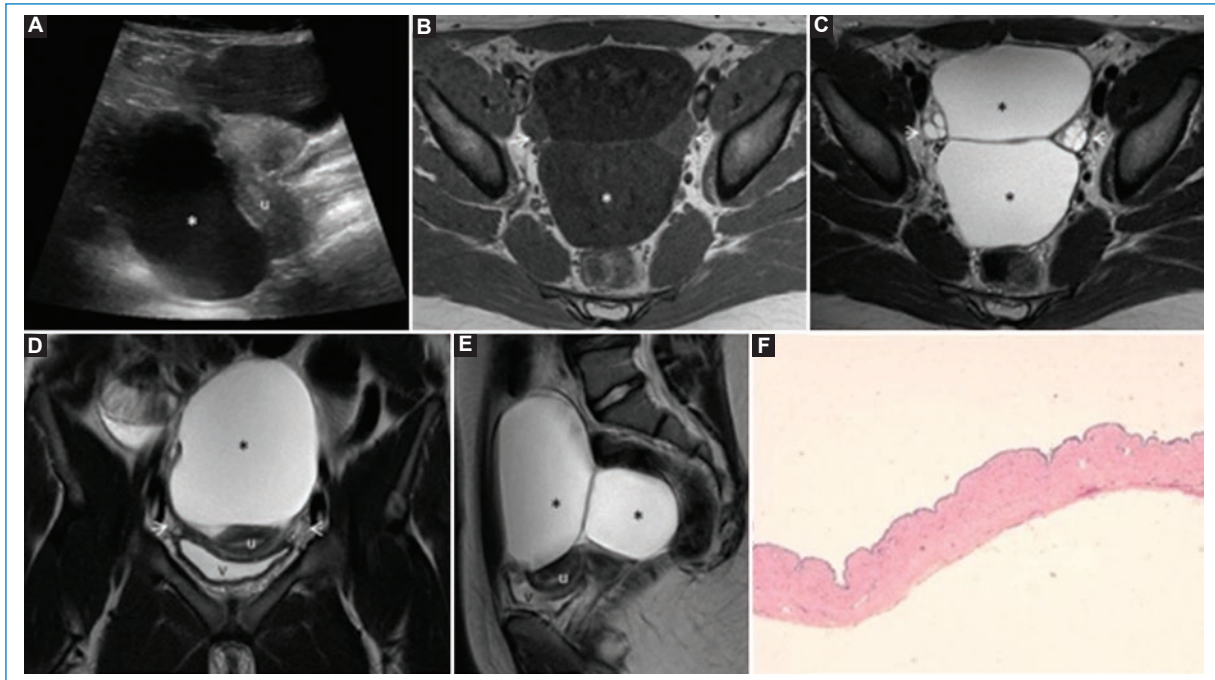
Quiste paraovárico. A: en la ecografía abdominal se ve una gran tumoración quística paraovárica derecha (asterisco) que desplaza al ovario derecho y al cuerpo del útero (u). La RM pélvica muestra masas quísticas (asterisco) medial a ambos ovarios (flecha blanca) hipointensas en T1 axial (B) e hiperintensas en T2 axial (C), coronal (D) y sagital (E). Corte histológico, HE 10× (F). Pared quística fibrosa y delgada con un epitelio de revestimiento monocapa.
